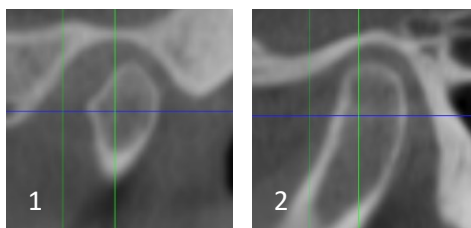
Exemplos de morfologias encontradas neste estudo, através da aplicação da classificação adotada em cortes coronais da CBCT.
